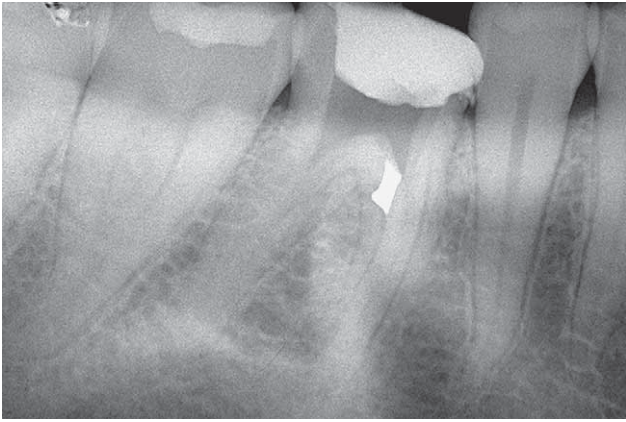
Radiografia endorale che evidenzia la radiopacità dell'amalgama impiegata nella riparazione della perforazione.
